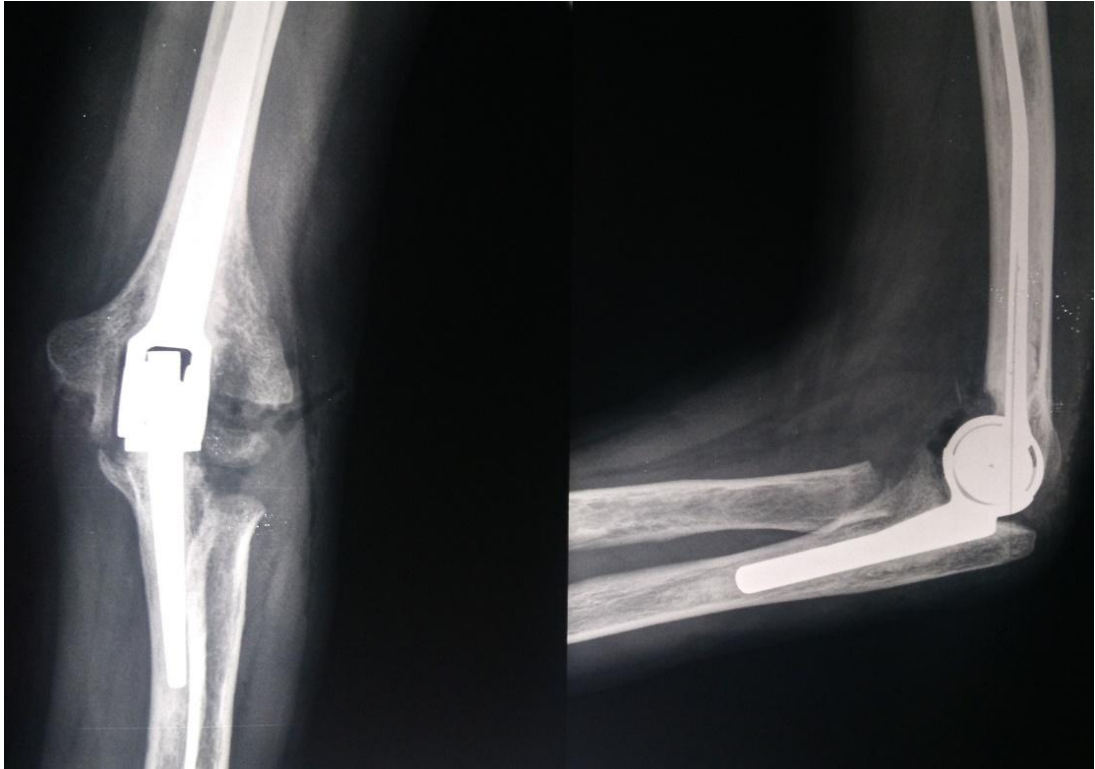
Рентгенограммы после имплантации полусвязанного эндопротеза локтевого сустава отечественного производства «Арте»
